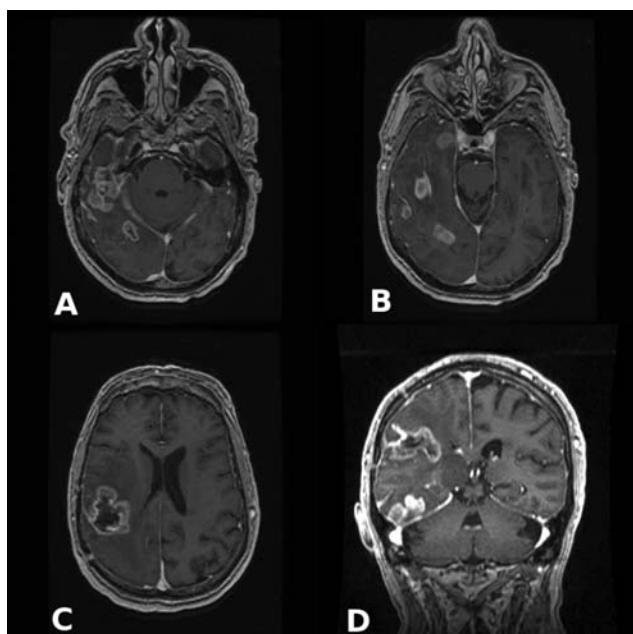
Estudio posquirúrgico (9 meses tras la intervención). A, B, C, cortes axiales de RM ponderada en T1 tras la administración de gadolinio, demostrando la progresión de la enfermedad, con lesiones múltiples sugerentes de glioma de alto grado en lóbulos temporal, occipital y parietal derechos. D, corte coronal de RM ponderada en T1 tras la administración de gadolinio que muestra lesiones de probable alto grado en lóbulos temporal y parietal derechos. No se observa clara progresión de la lesión talámica (glioma de bajo grado).
